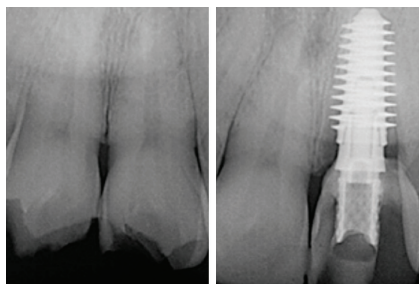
Прицельные рентгеновские снимки до и после операции.
